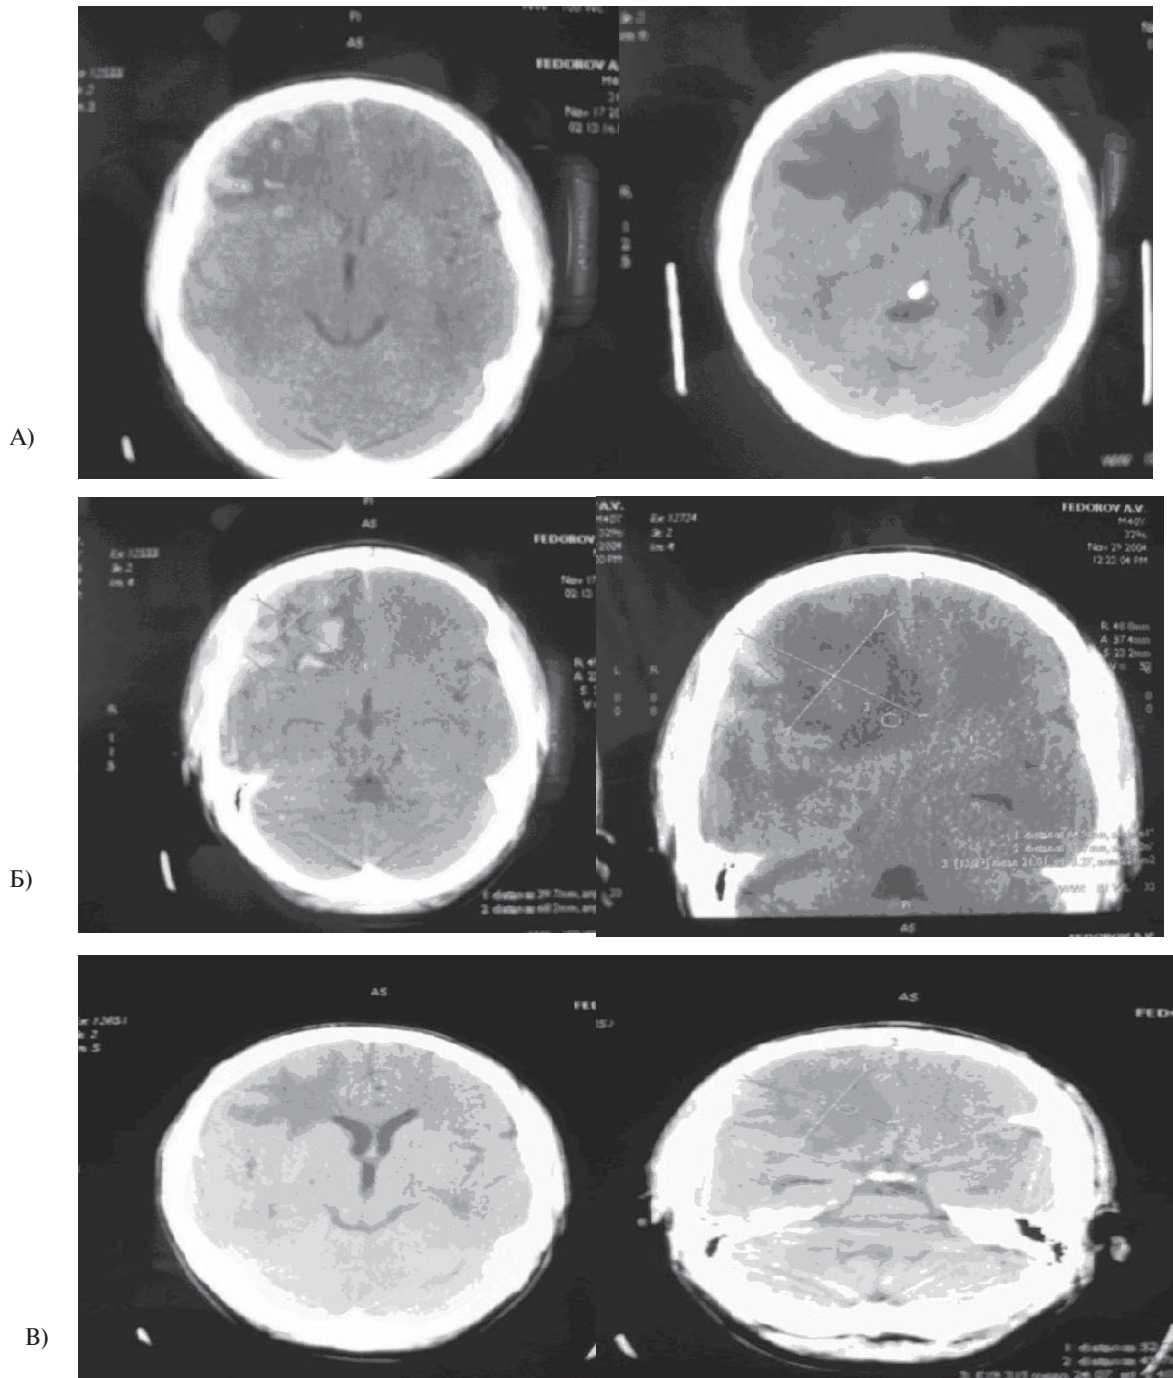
Динамика КТ больного Ф. На фоне лечения дексаметазоном в/а, мексидолом в/в. А) 2 сутки – геморрагические очаги правой лобной доли; Б) 8 сутки регресс геморрагических очагов, нарастание долевого отека головного мозга, смещение срединных структур до 12 мм; В) 13 сутки значительное уменьшение отека и дислокационного синдрома с умеренным расширением желудочков.
